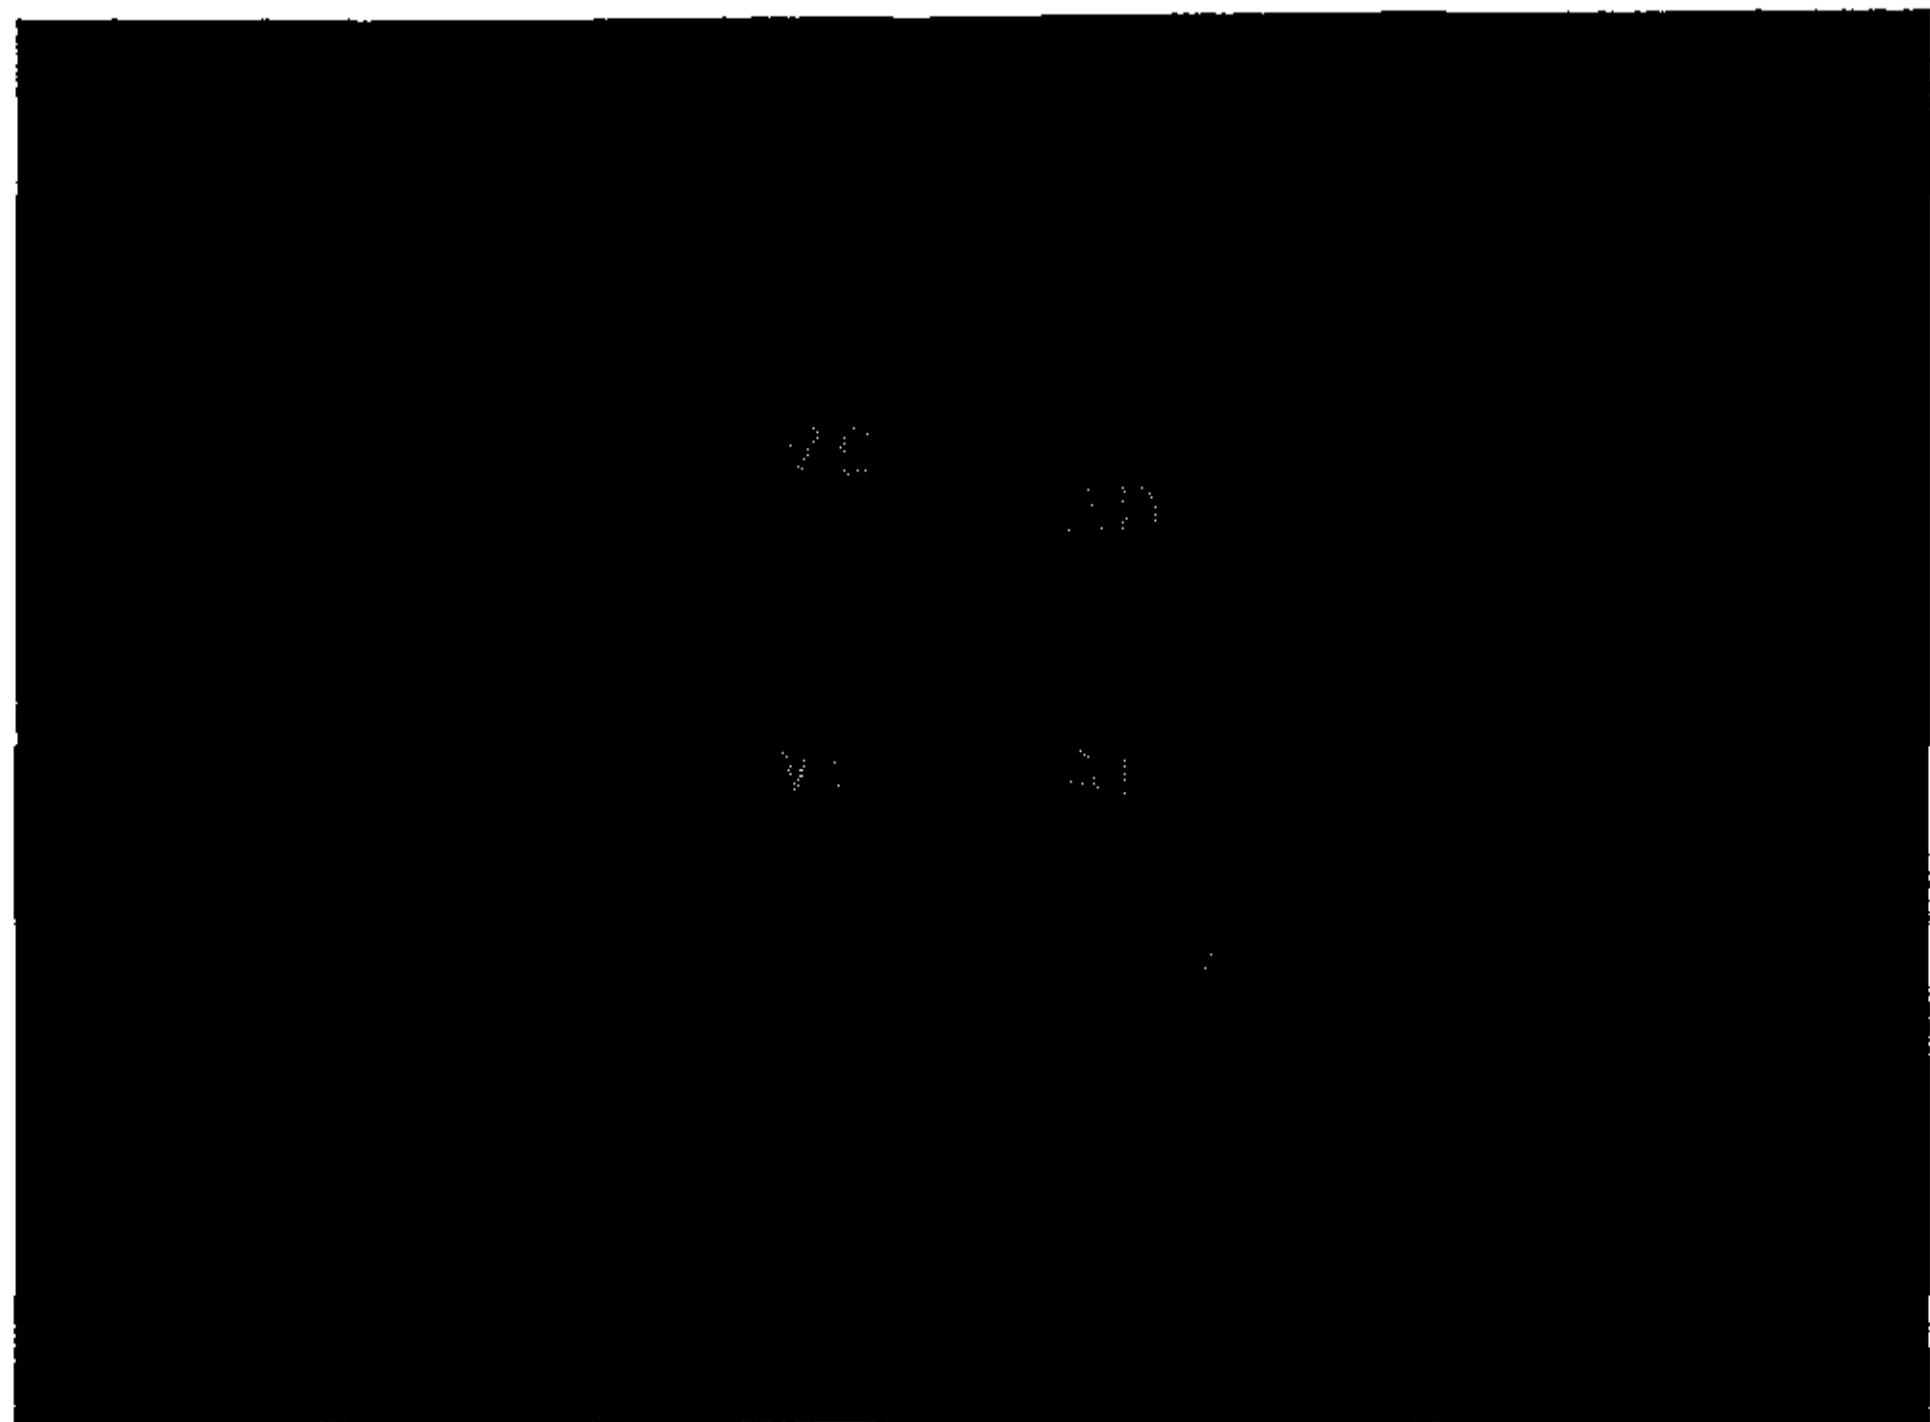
Ecocardiograma bidimensional en la sección subcostal de 4 cavidades del paciente 2. Se observa que la angulación en el alineamiento entre el septum interventricular e intraauricular es próximo a la unión auriculoventricular. Abreviaturas como en Fig. 5.
